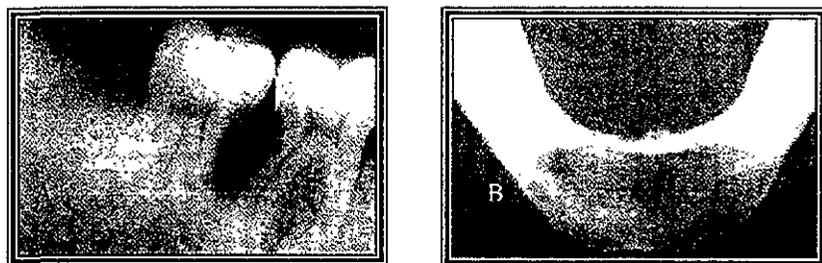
(A) Radiografía periapical de una lesión intraósea de la forma focal crónica (granuloma eosinófilo) localizada en la cresta ósea entre los molares. (B) Radiografía oclusal de una lesión de forma crónica focal de la enfermedad, en la parte anterior de la mandíbula en un paciente edéntulo.⁴
